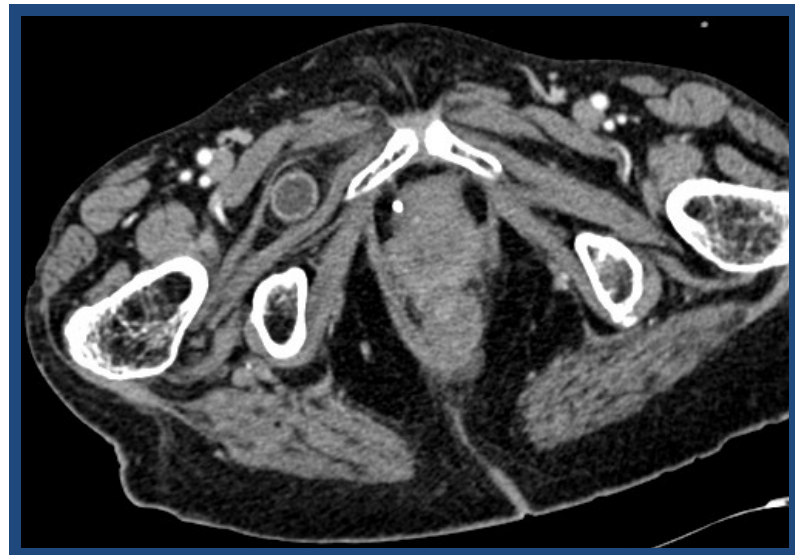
TAC abdominal que muestra asa ileal en agujero obturador derecho.
